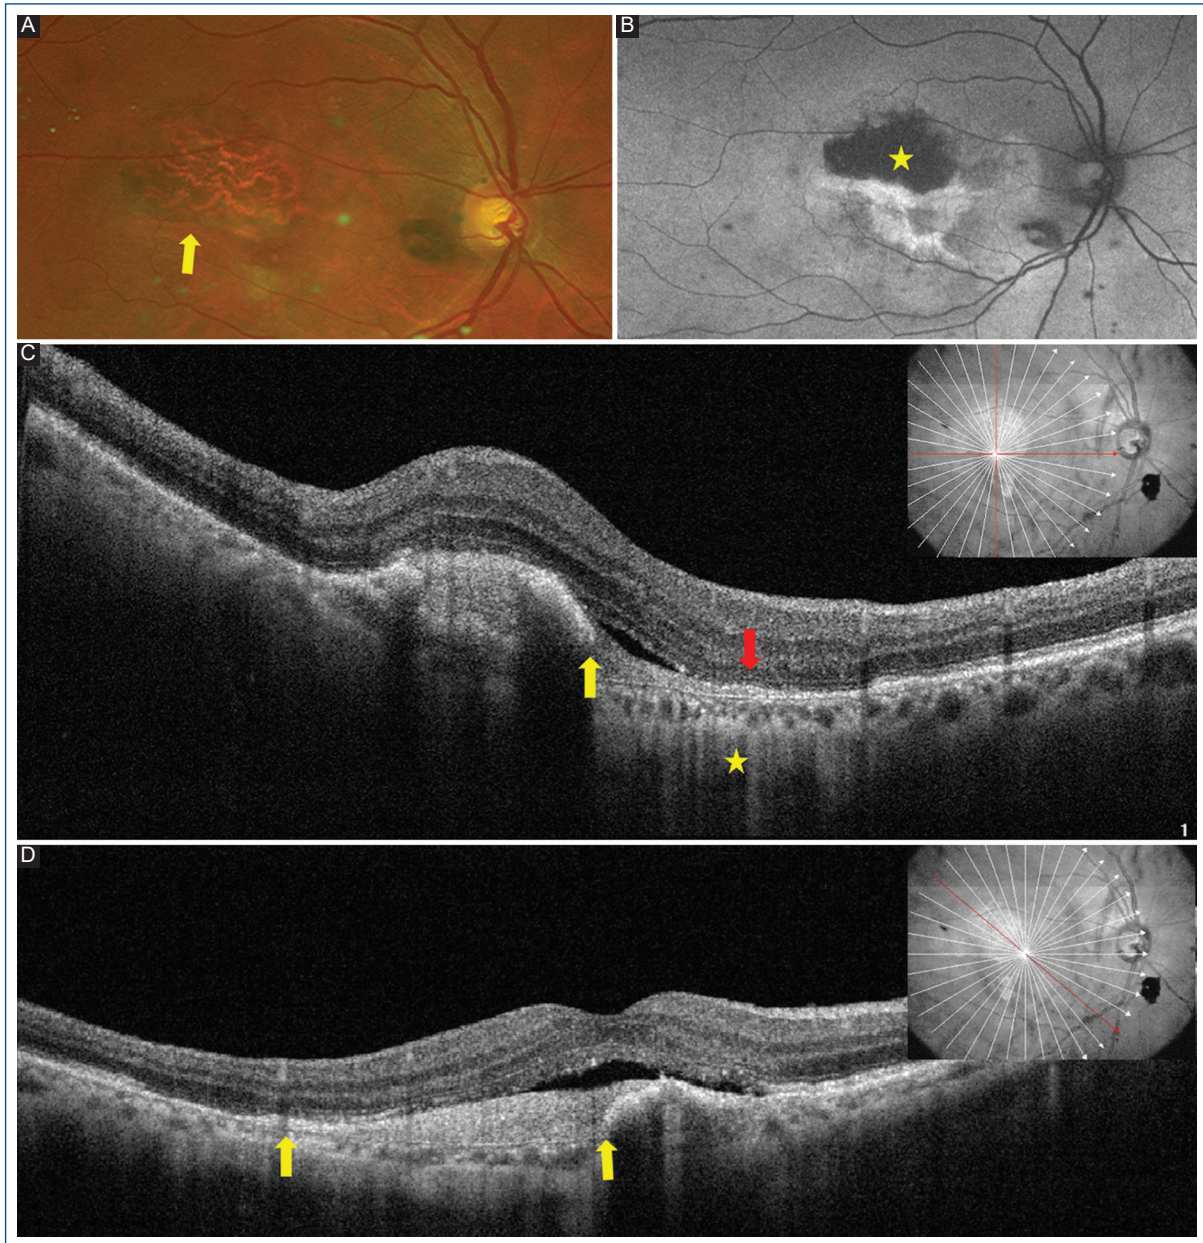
Imagen multimodal del desgarro de epitelio pigmentario de la retina (EPR). A: en la fotografía de fondo de ojo se aprecia un área hipopigmentada parafoveal superior a través de la cual se visualizan los grandes vasos coroideos y que corresponde al EPR enrollado (flecha). B: el área denudada se observa en la autofluorescencia como una señal hipoautofluorescente debido a la desaparición de la capa del EPR en ese sector (estrella). C: en la tomografía de coherencia óptica (OCT) se evidencia el área de ruptura del EPR (flecha amarilla), el cual se encuentra enrollado hacia el área del desprendimiento del epitelio pigmentario y ocasiona una disminución de la reflectividad posterior. En la zona desprovista de EPR vemos un área de hipertransmisión (estrella) con integridad de la retina externa suprayacente (flecha roja). D: en la OCT de seguimiento se observa disminución del líquido subretiniano con remodelación del área del desgarro del EPR (entre las flechas amarillas).
